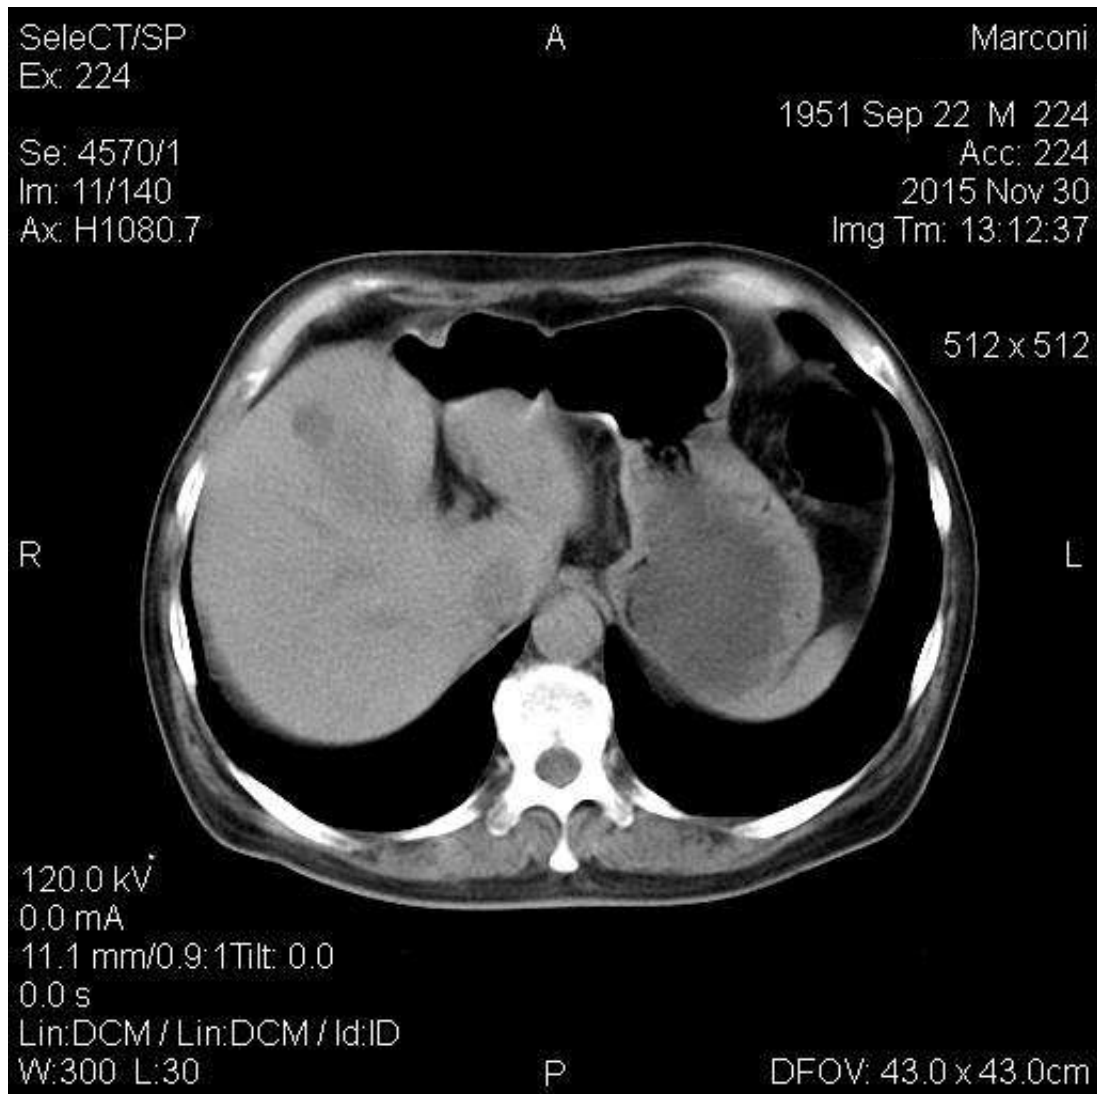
КТ–ознаки поодиноких простих кісти печінки (пацієнт К., 64 роки).
